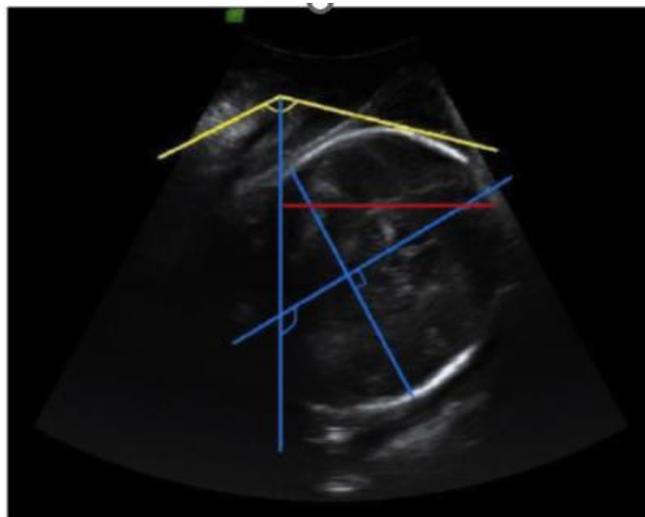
Différentes mesures échographiques [11]:
